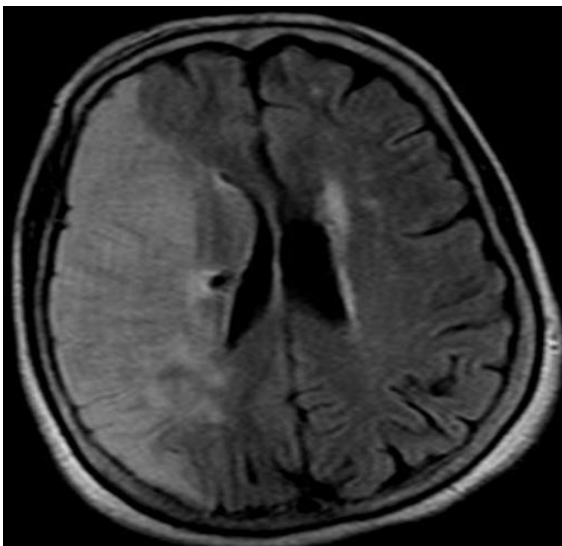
Хв. К., 54р. Ішемічний інсульт в басейні правої СМА згідно даних МРТ
